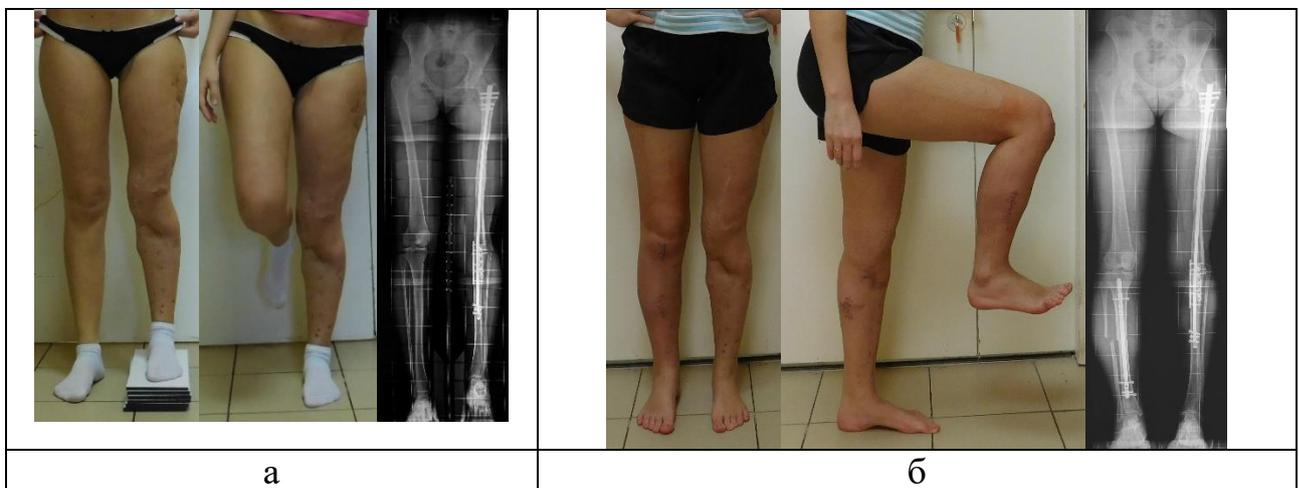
Фото и рентгенограммы пациентки во время третьего этапа лечения: а. – до операции, б. – после операции
